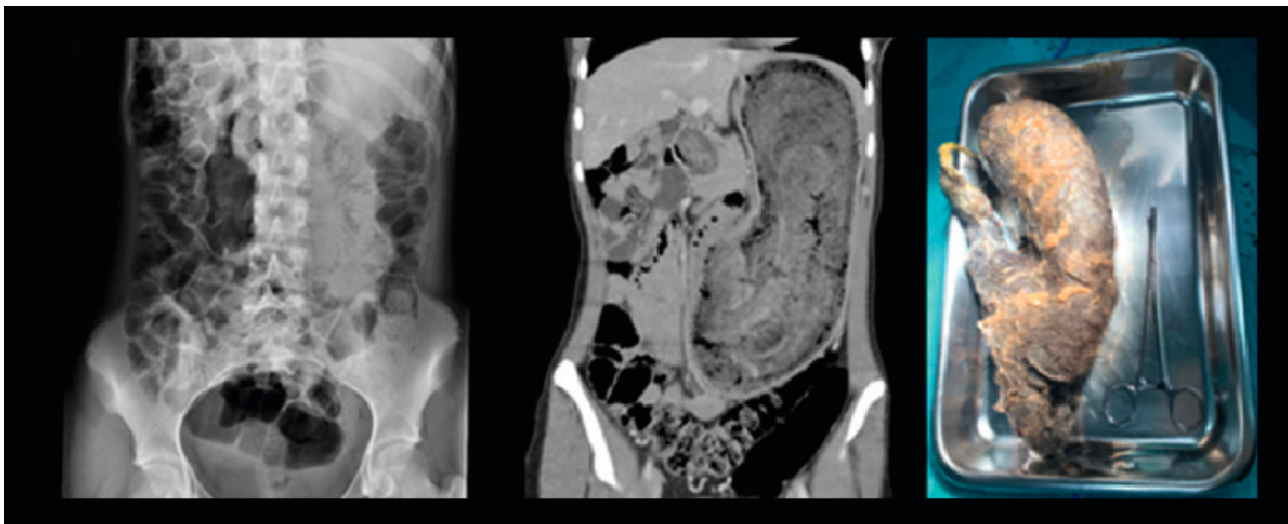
A: Radiografía abdomen. B: Imagen de tomografía computarizada de abdomen. C: Tricobozoar.
